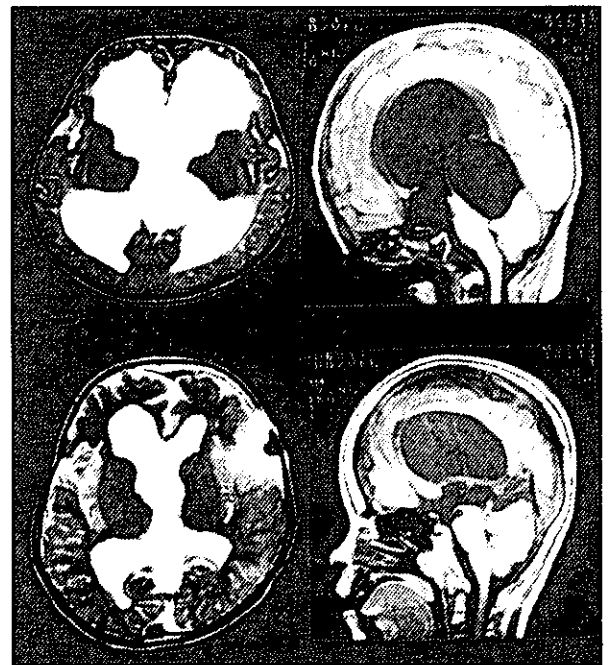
Fig9例の受診時MRIとEndo後1年 (1才4ヶ月) シヤント術後のMRI所見
